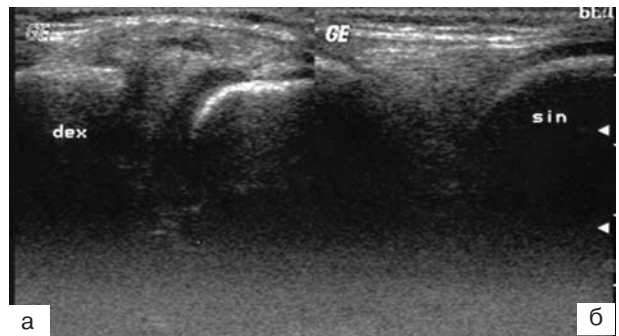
При УЗИ слева (а) мениски не изменены. Справа (б) – в области переднего рога медиального мениска и тела определяется неоднородная структура с наличием гипозэхогенных теней
